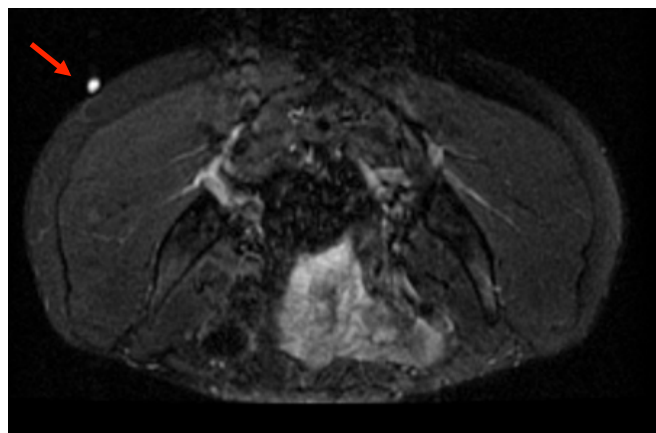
Imagen T2 sat fat de región glútea bilateral con paciente de decúbito prono. Archivo RM H. Liencres
